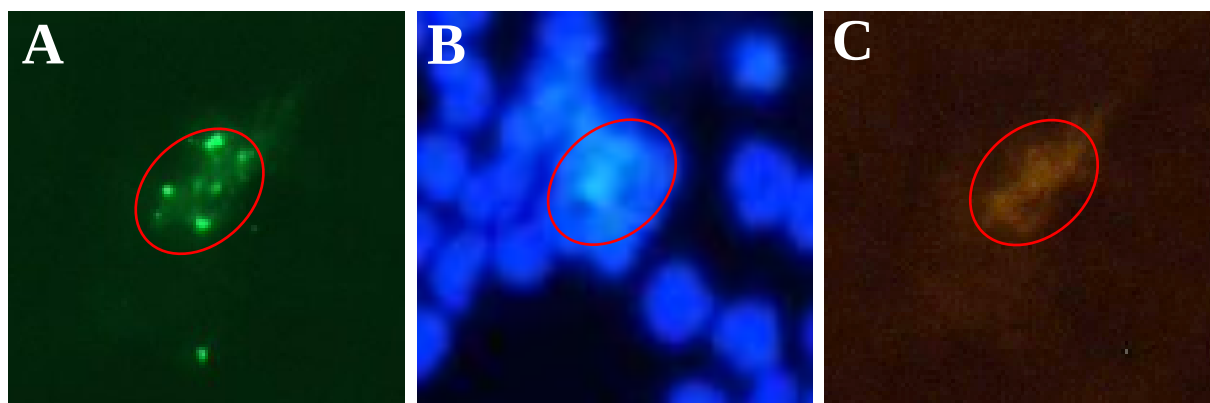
Snímek z platformy CytoTrack CT11TM. Červené kolečko označuje fluorescenční signál pro detekovanou CTC v krevním vzorku pacienta. Značeno anti-EpCAM protilátkou. Zvětšení 20x.
